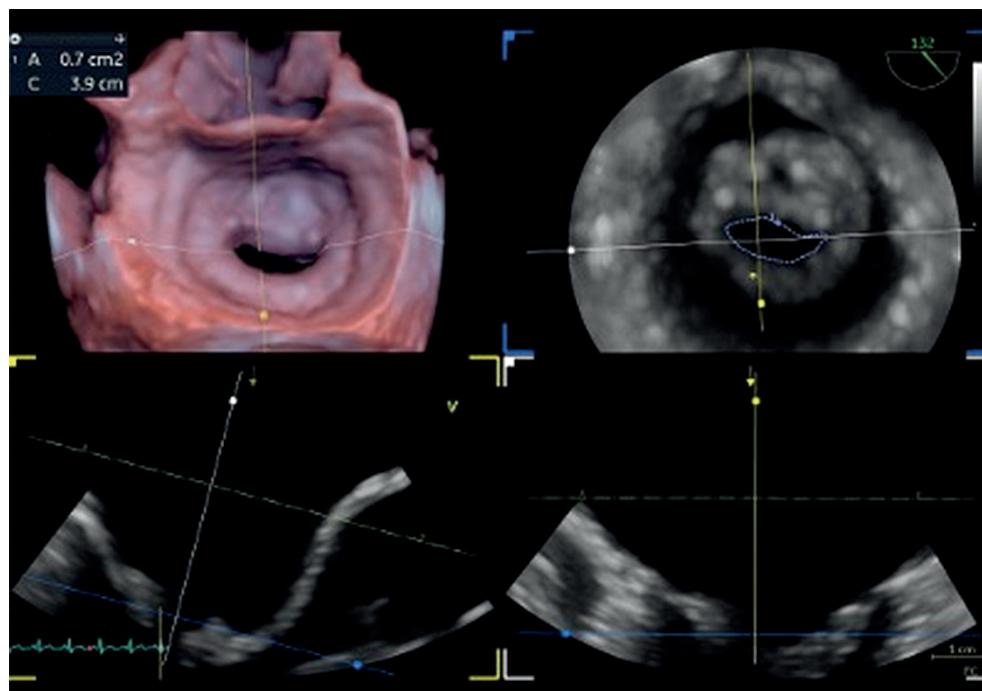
Reconstrução multiplanar por ecocardiografia transesofágica tridimensional em estenose mitral, permitindo posicionar precisamente o plano na porção mais estreita do orifício valvar durante a diástole, facilitando mensuração anatômica confiável da área funcional.
